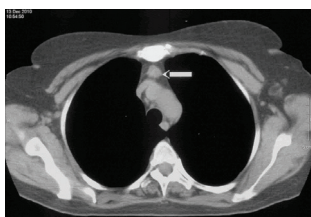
Пухлина тимуса на СКТ.
